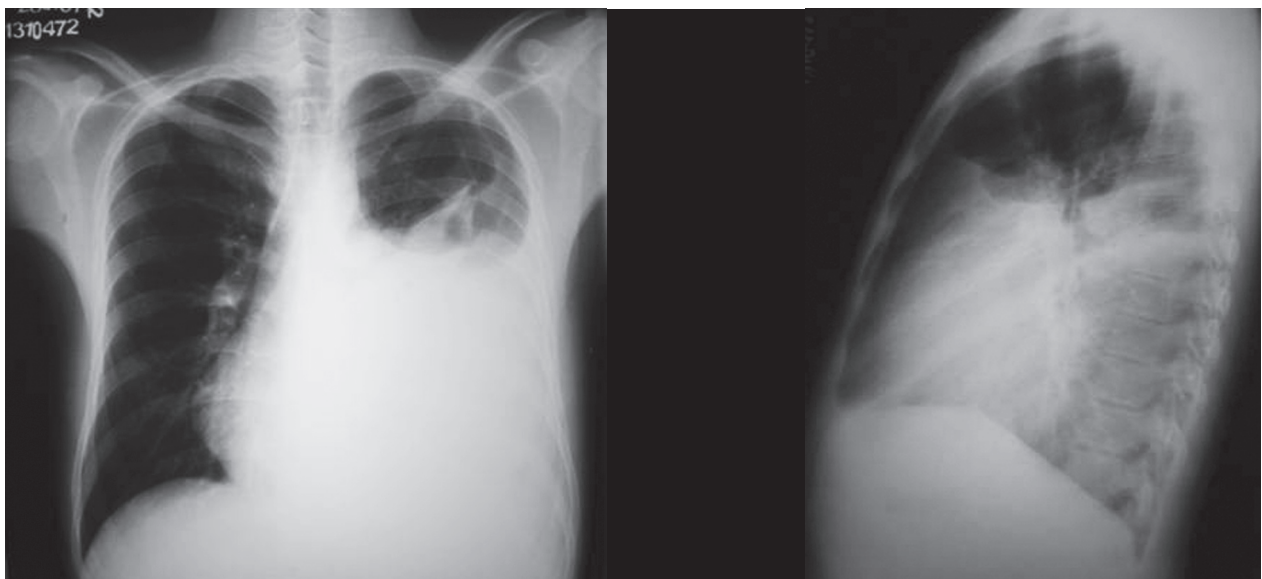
Radiografias de tórax em PA e perfil: volumoso derrame pleural com velamento da metade do hemitórax esquerdo.
